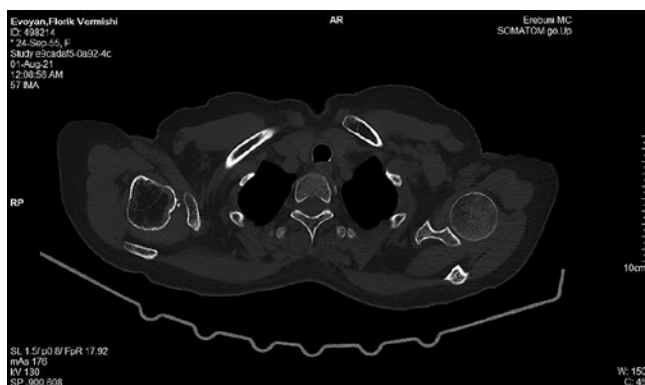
Osteolytic and osteosclerotic changes of the right femoral head and neck (CT scan).
